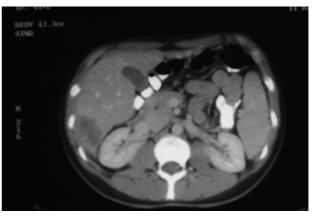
Imagen de la tomografía computarizada donde se observa metástasis hepática en el segmento VI tras ciclo de quimioterapia, previamente a la cirugía.
